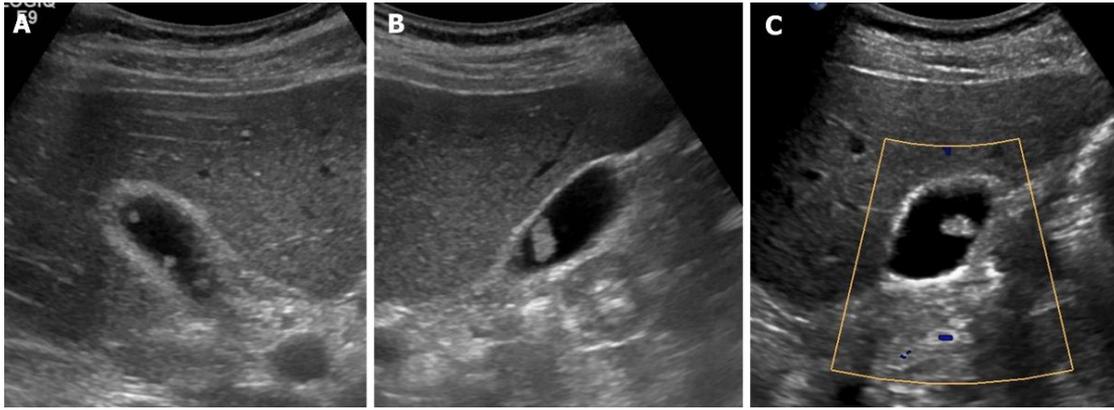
Pólipos de colesterol. A-C: lesiones polipoides intraluminales múltiples, diminutas, lisas e hiperecogénicas adheridas a la pared de la vesícula biliar, sin sombra acústica posterior en la ecografía; la vascularización interna del pólipo de colesterol más grande no es evidente en la ecografía Doppler color (C). Imagen obtenida de Yu et al. *Benign gallbladder diseases: Imaging techniques and tips for differentiating with malignant gallbladder diseases*
